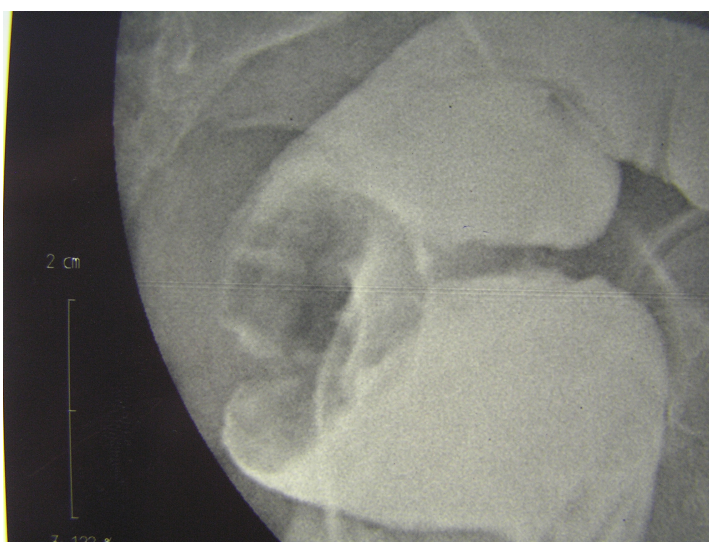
Прицільна рентгенограма частини ободової кишки
